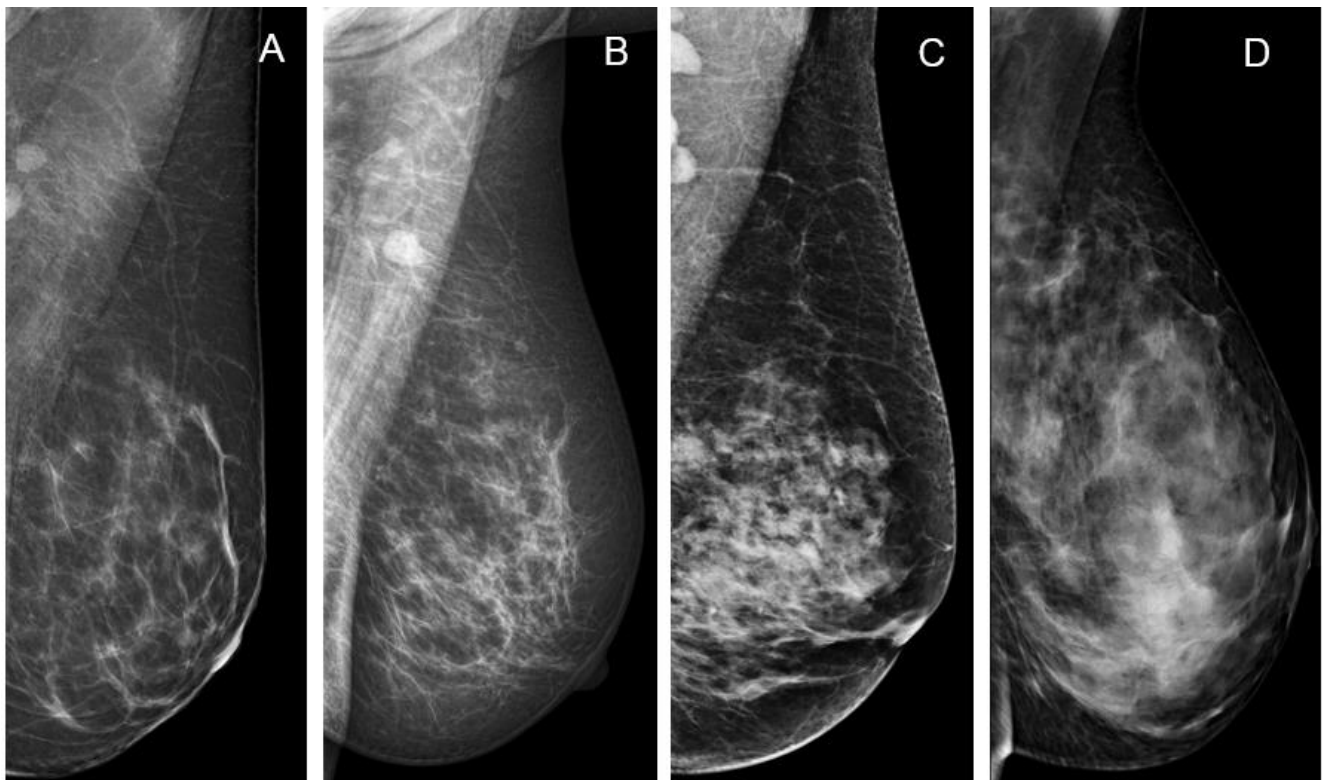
Рентгеновская плотность тканей молочной железы
